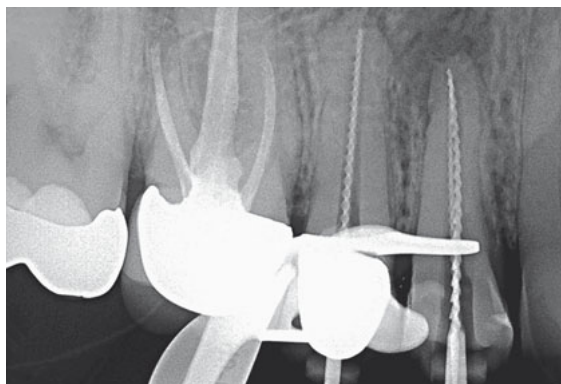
Röntgenkontrastaufnahme der Zähne 14 und 15.
